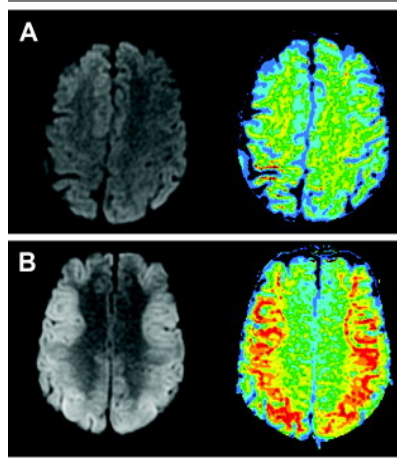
(A) IRM en diffusion et coefficient de diffusion 2 heures après un ACR de 19 min: lésions hypoxiques modérées (B) Même patient à H53: lésions diffuses corticales bilatérales
